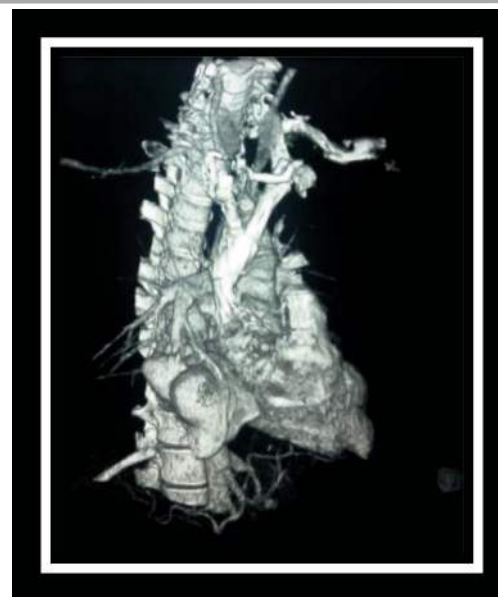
Angio Tomografía de tórax con reconstrucción 3D
